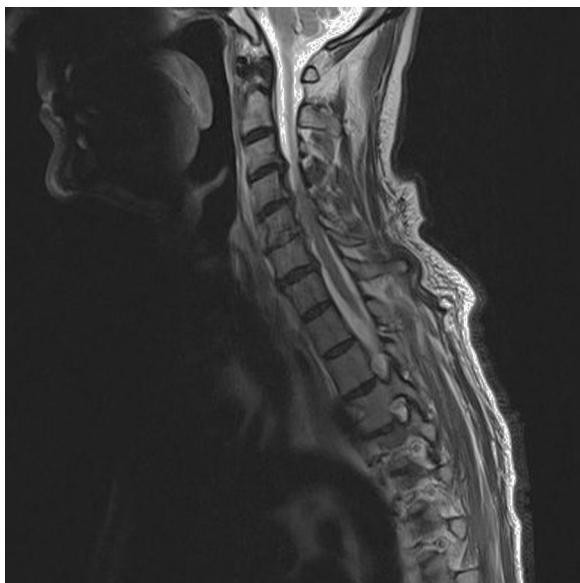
RM cervical. Corte sagital. Secuencia T1. Pinzamiento del espacio discal C5-C6 con hiperintensidad de la señal e irregularidad del cuerpo vertebral de C5 y C6 compatibles con espondilodiscitis. Protrusión discal posterior y ocupación del espacio epidural. Estenosis de canal C4-C5 y en C5-C6: se observa alteración de la señal indicativa de mielopatía cervical.
